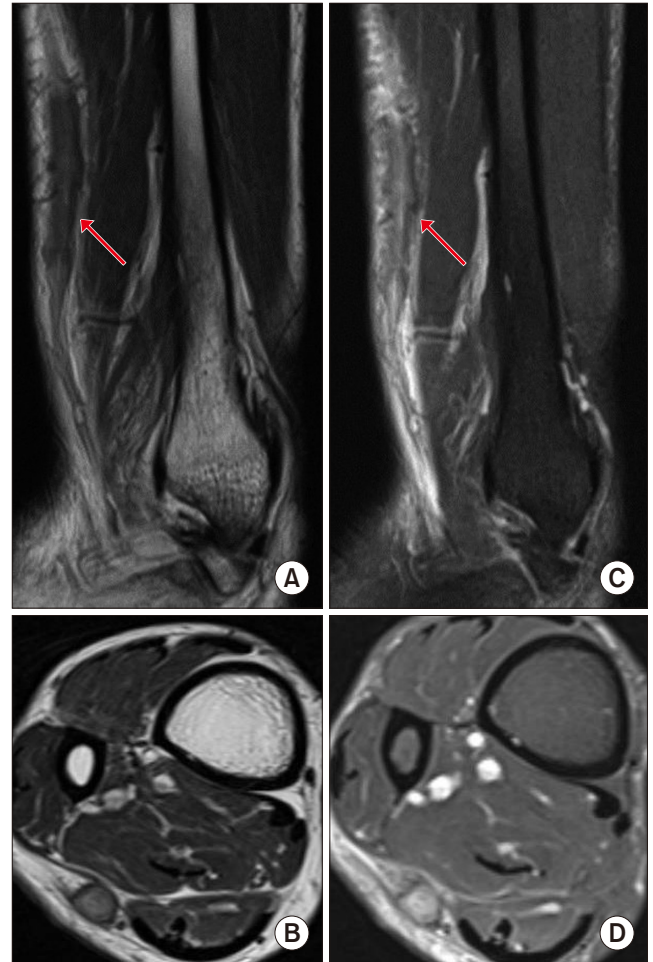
Fusiform dilatation of the sural nerve was seen. Low signal intensity on T1-weighted sagittal (arrow; A) and axial (B) images and intermediate to high signal intensity on T2-weighted sagittal (arrow; C) and axial (D) images were shown on magnetic resonance imaging.
